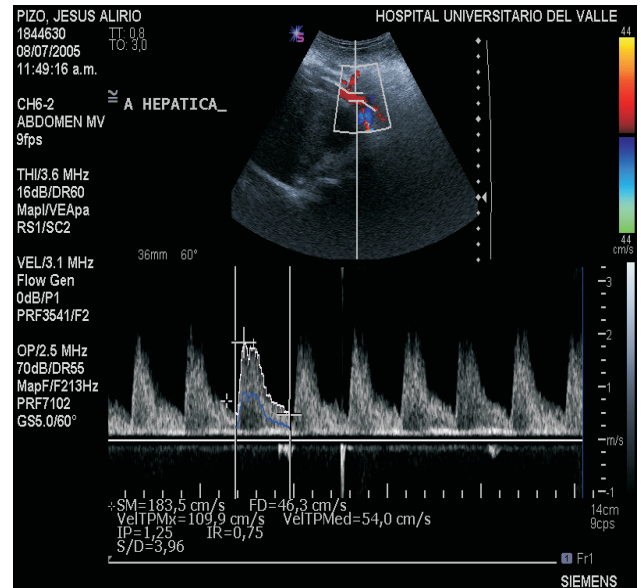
Ecografía doppler a color en un niño con hipertensión porta
